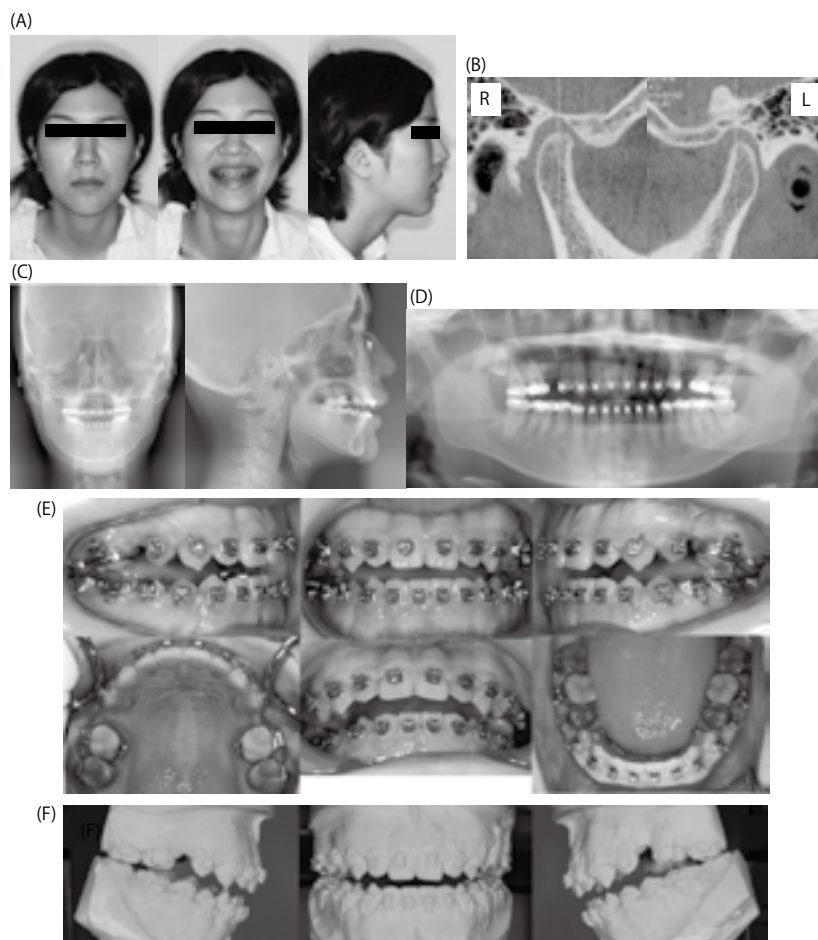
手術直前に採得した診断資料（21 歳 4 か月）(A). 顔画像；(B). 顎関節部の CT 画像；(C). 正面位および側面位セファロ画像；(D). パノラマ X 線画像；(E). 口腔画像；(F). 中心位でマウントした口腔模型画像
